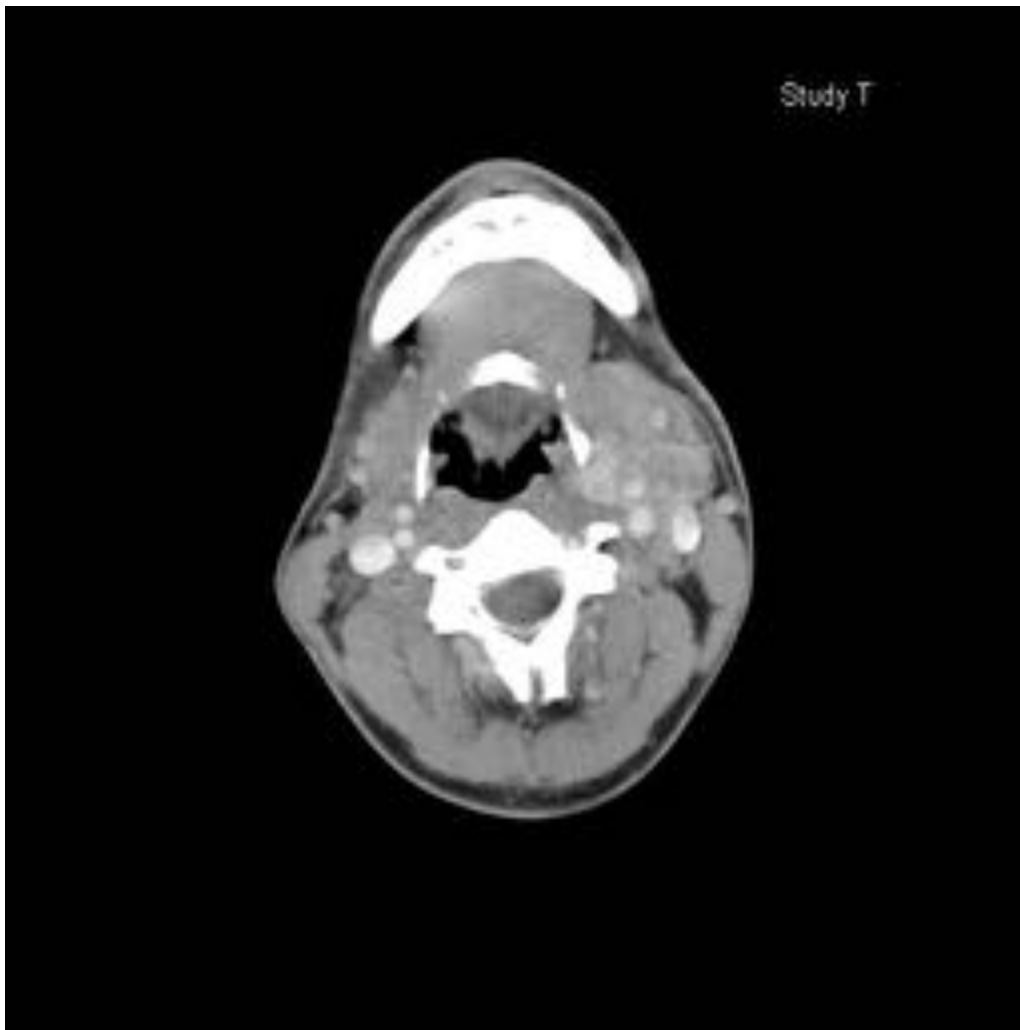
TC con contraste: muestra moderada captación heterogénea del contraste con vasos intralesionales.
